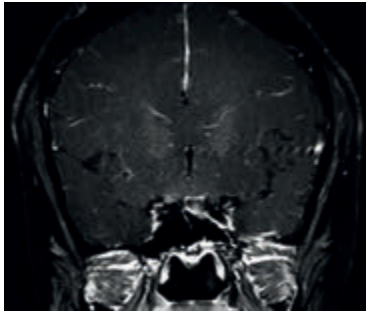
Ressonância magnética das órbitas. T1 com saturação de gordura após gadolínio, mostra realce do segmento intracraniano do nervo óptico direito (seta).
